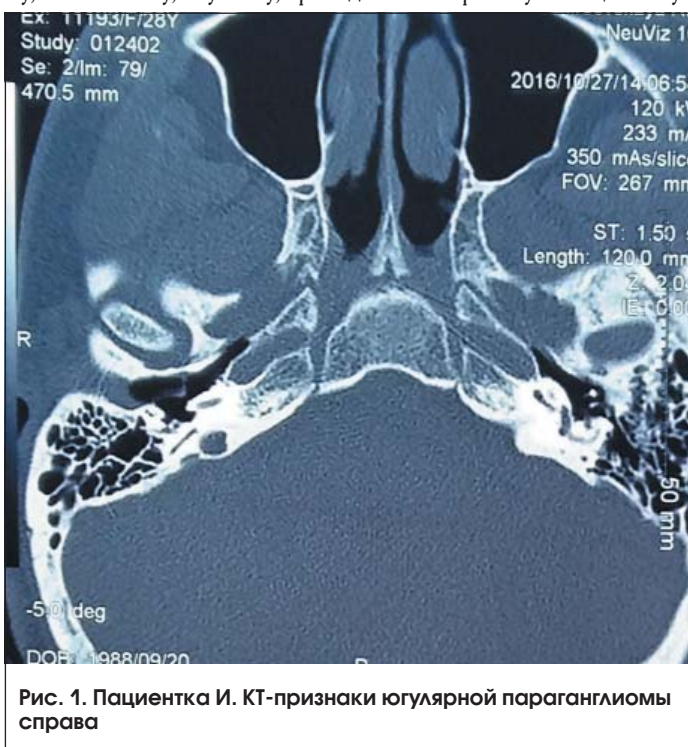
Пациентка И. КТ-признаки югулярной параганглиомы справа
